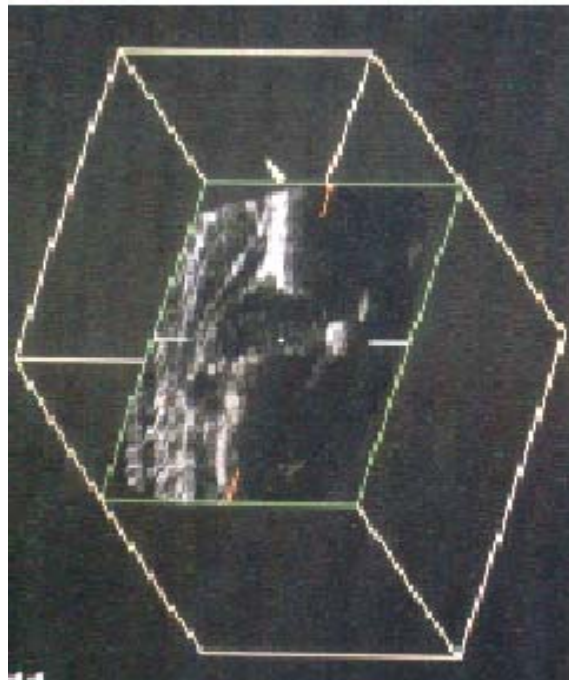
3 D Sonographie – Bild einer Säuglingshüfte
